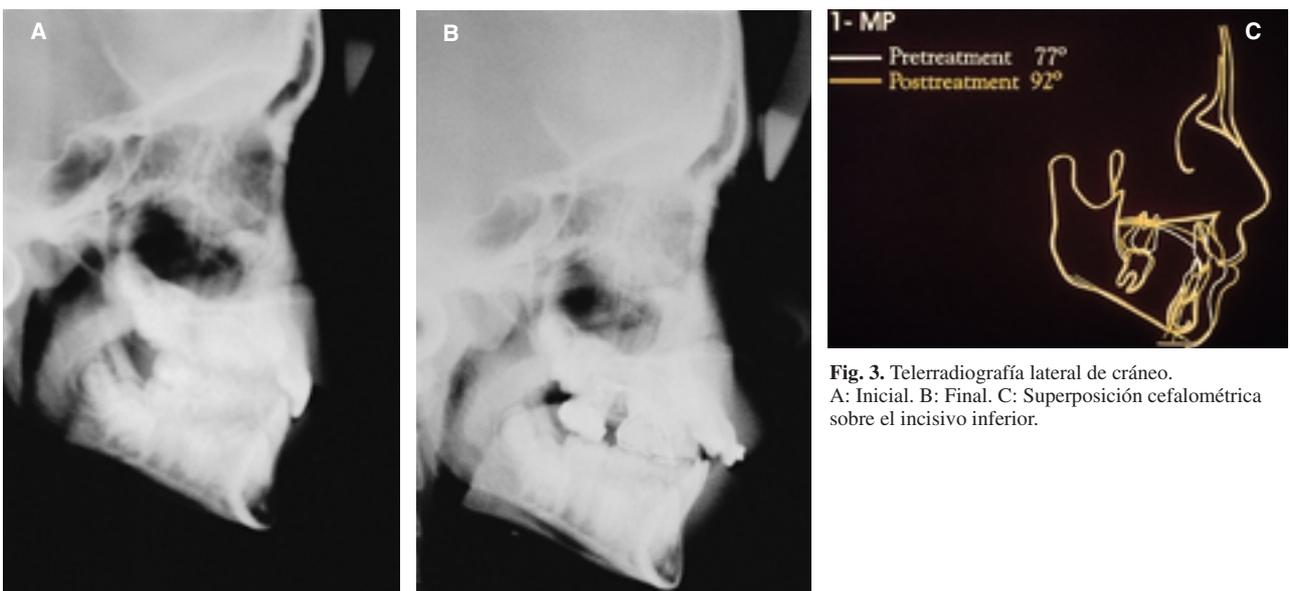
Telerradiografía lateral de cráneo. A: Inicial. B: Final. C: Superposición cefalométrica sobre el incisivo inferior.
